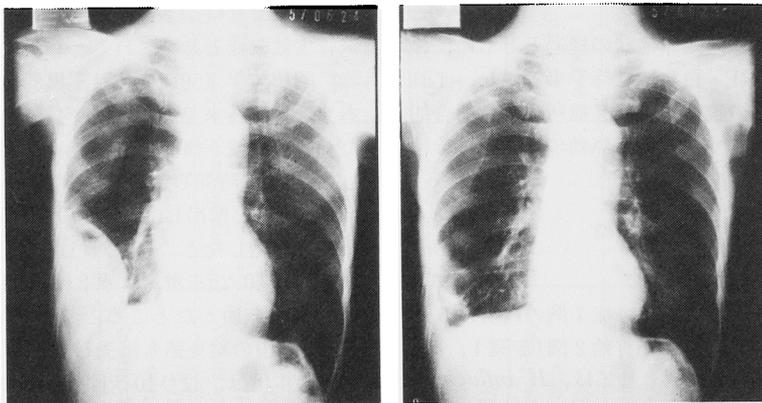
Roentgenogram of Case 8, Empyema (68 ys, M)
